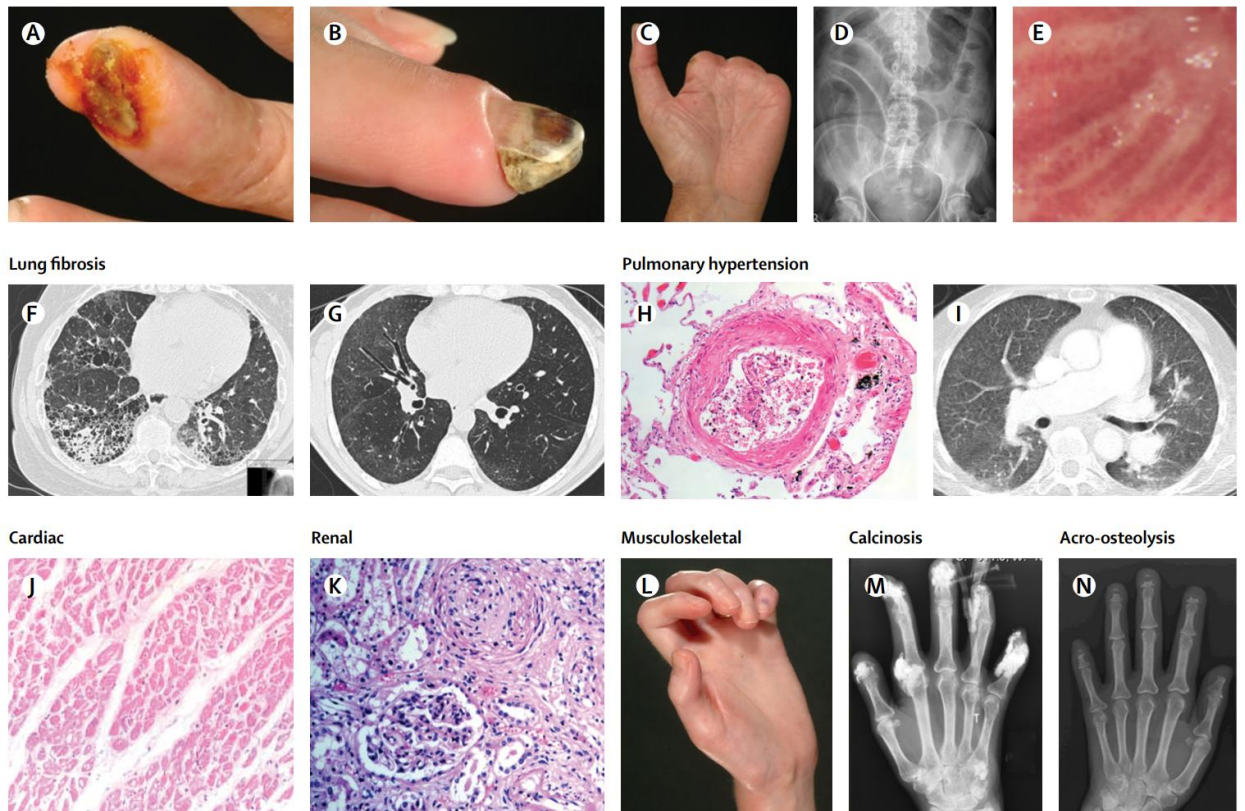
Клинические, патологоанатомические и рентгенологические проявления основных органных осложнений системной склеродермии:
